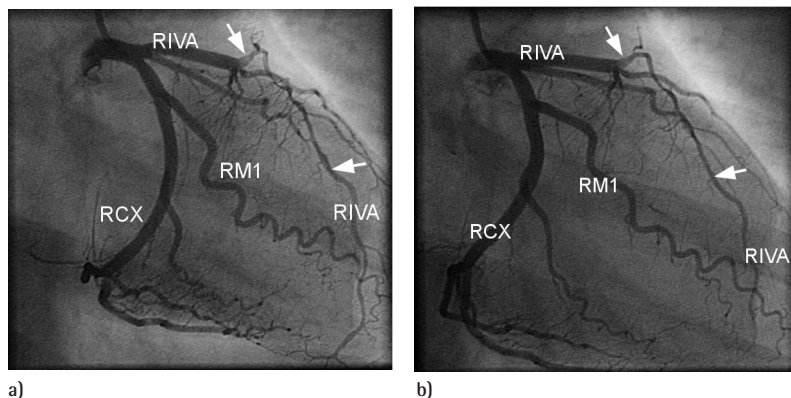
a und b: Koronarangiographie. Akuter Vorderwandinfarkt. Angiogramm der linken Koronararterie, a) systolische Phase, b) diastolische Phase. Langstreckige Kompression („milking“, s. Pfeile) und des Ramus interventrikularis anterior (RIVA) im mittleren Segment nach Abgabe des Ramus diagonalis I, RAO-Projektion. Distal spastisch verändertes Gefäß, daher in der Diastole nur wenig Lumenerweiterung. (RCX: Ramus circumflexus, RM1: Ramus marginalis 1)
